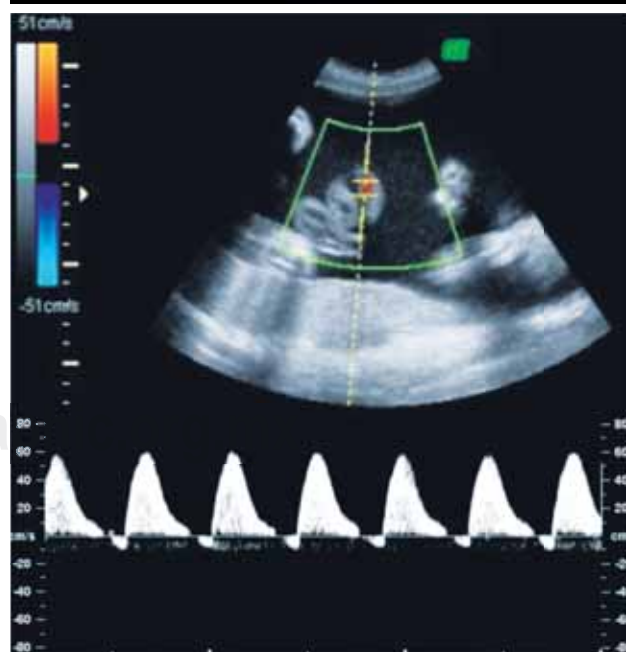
En el Doppler obstétrico se describe un aumento de la arteria umbilical con diástole cero y ciclos de flujo reverso.
